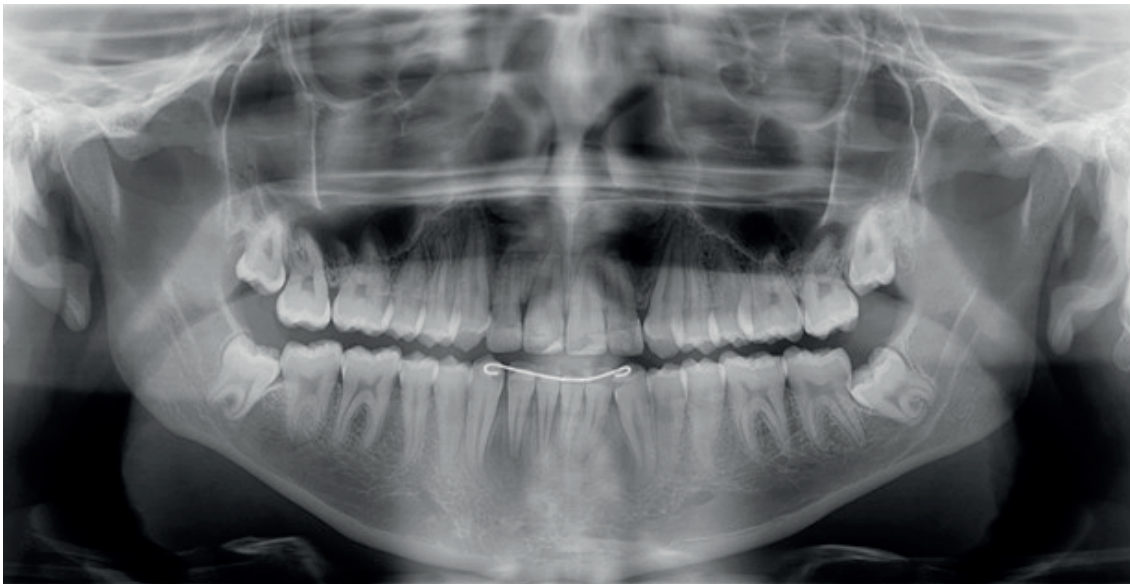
Radiografias (panorâmica e telerradiografia) ao final do tratamento ortodôntico ativo. Fonte: Os autores
